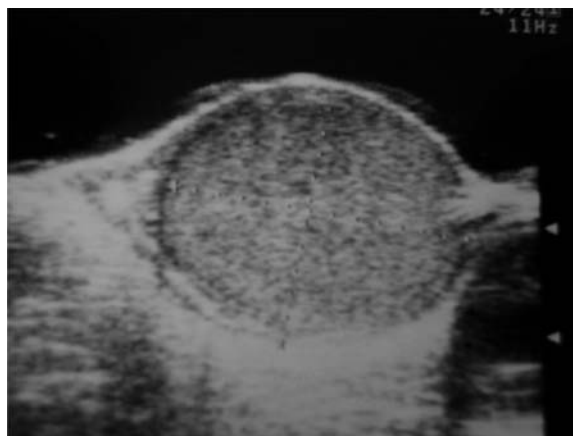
Ultrasonography revealed solid testicular tumor with heterogenous echogenicity.
